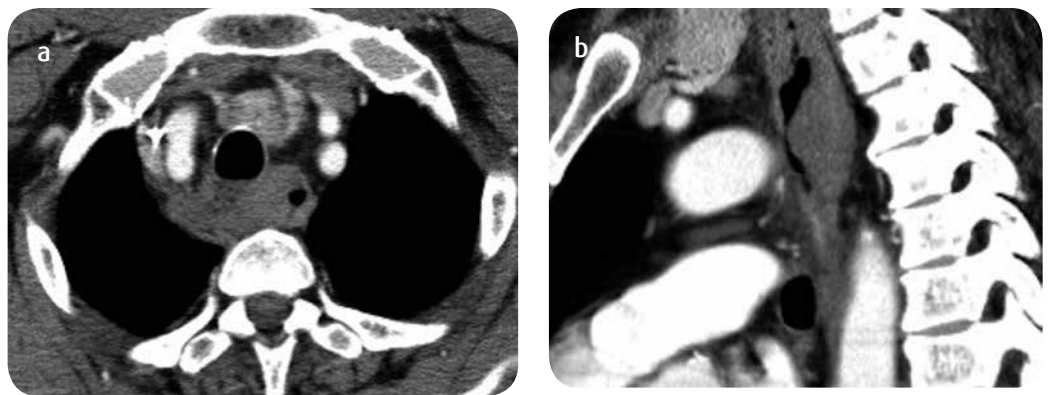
a) TC corte axial y b) reconstrucción sagital. Engrosamiento de la pared esofágica con material de densidad media en el espesor de la pared que genera disminución de la amplitud de la luz esofágica. Hallazgos relacionados con disección esofágica y hematoma esofágico asociado.
